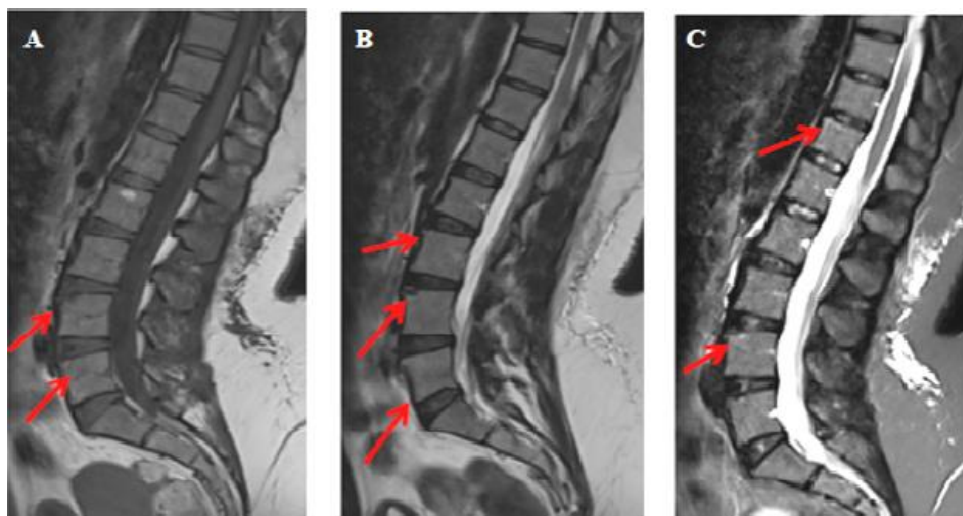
Images d'IRM rachidienne montrant une spondylite de Romanus oedémateux et graisseux (Images IRM coupes sagittales T1(A), T2(B) et T2 STIR (C) : anomalies de signal des coins antéro-supérieurs de L2 ; L3 et L4 en hypersignal T1 et T2 s'effaçant sur le STIR avec persistance d'un hypersignal périphérique en rapport avec une spondylite de Romanus mixte : oedémateux et graisseux (flèches rouges))
